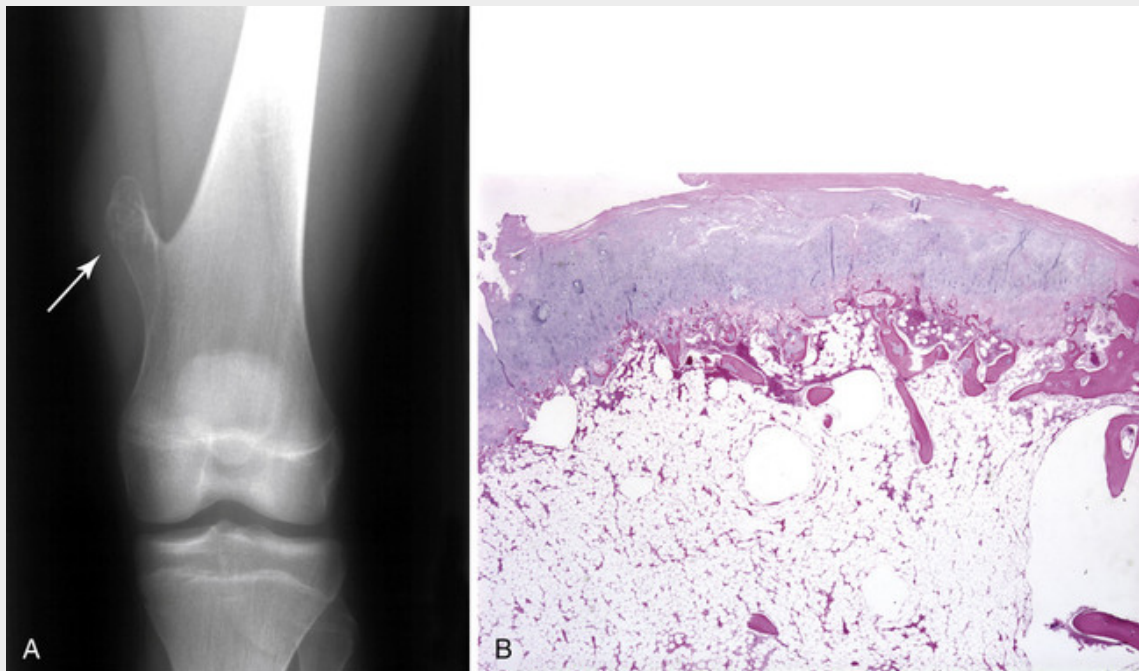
Osteocondroma. A, Radiografia de um osteocondroma do fêmur distal (seta). B, A capa de cartilagem tem a aparência histológica de crescimento do tipo placa de cartilagem desorganizada.
